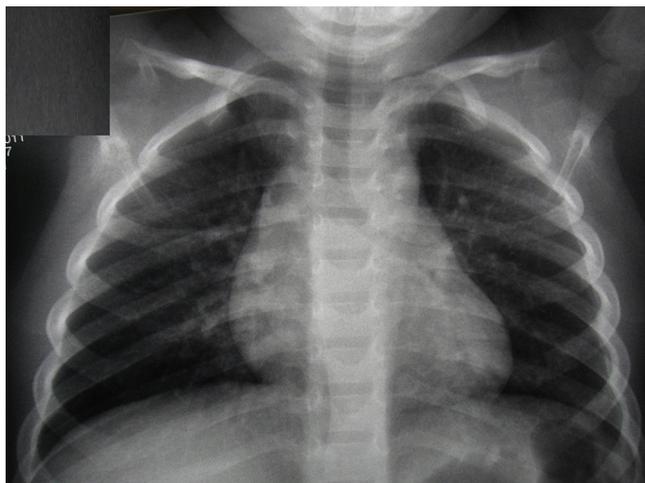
Radiografía de tórax posteroanterior. Normalización de la radiografía de tórax a los 2 meses del ingreso. Cúpula diafragmática íntegra.
